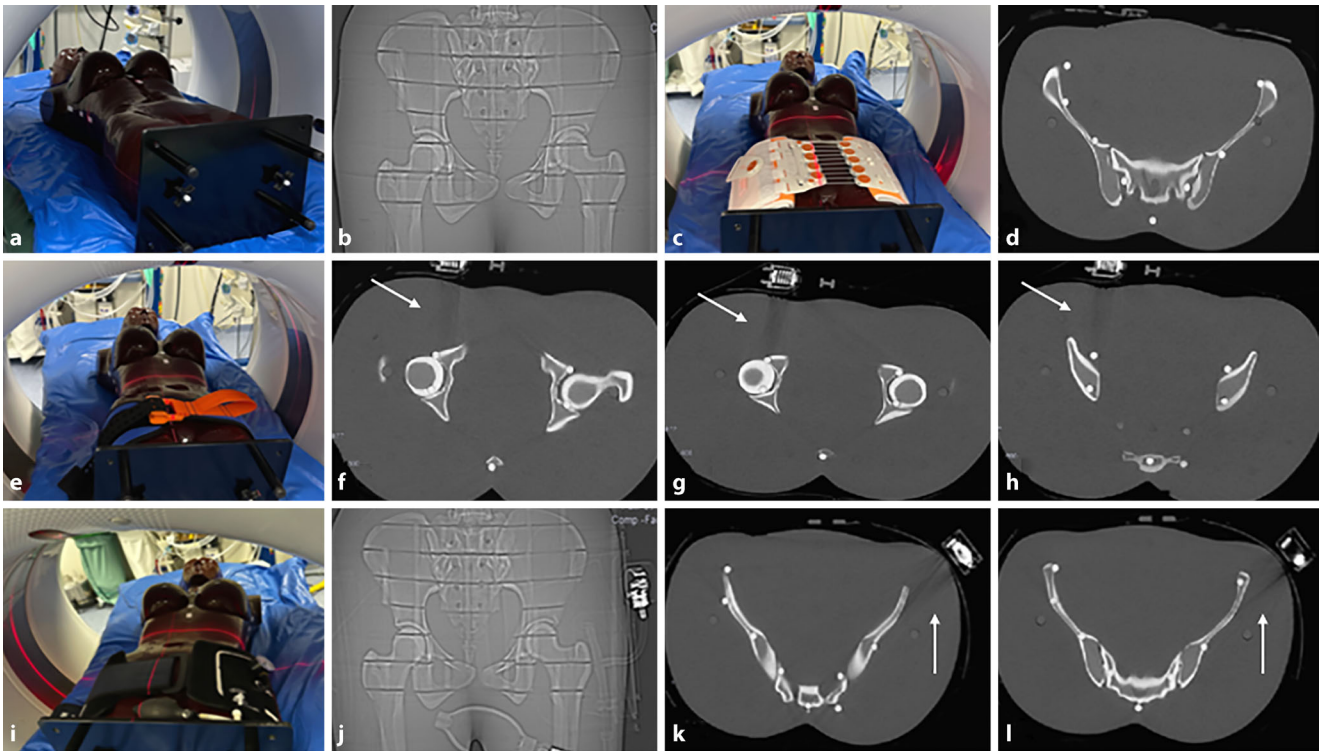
▲ Diverse Beckenschlingen im CT-Scan. a Röntgenphantom ohne Beckenschlinge im CT; b Topogramm des Röntgenphantoms; T-POD Responder: c Röntgenphantom; d axiale Schichtung; SAM Pelvic Sling II: e Röntgenphantom; f-h axiale Schichtung; VBM Medizintechnik: i Röntgenphantom; j Topogramm; k, l axiale Schichtung; Pfeile Aufhärungsartefakte
